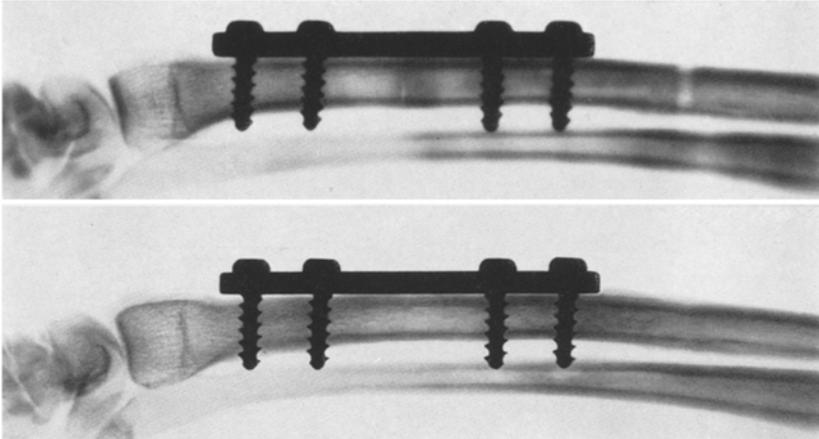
Röntgenbilder eines Hunderadius nach Querosteotomie und Druckosteosynthese mit 20 kg. Oben 3 Tage, unten 8 Wochen nach der Operation. Durchbau der Osteotomiestelle ohne nennenswerte Callusbildung. Periostale Auflagerungen am proximalen Plattenrand
